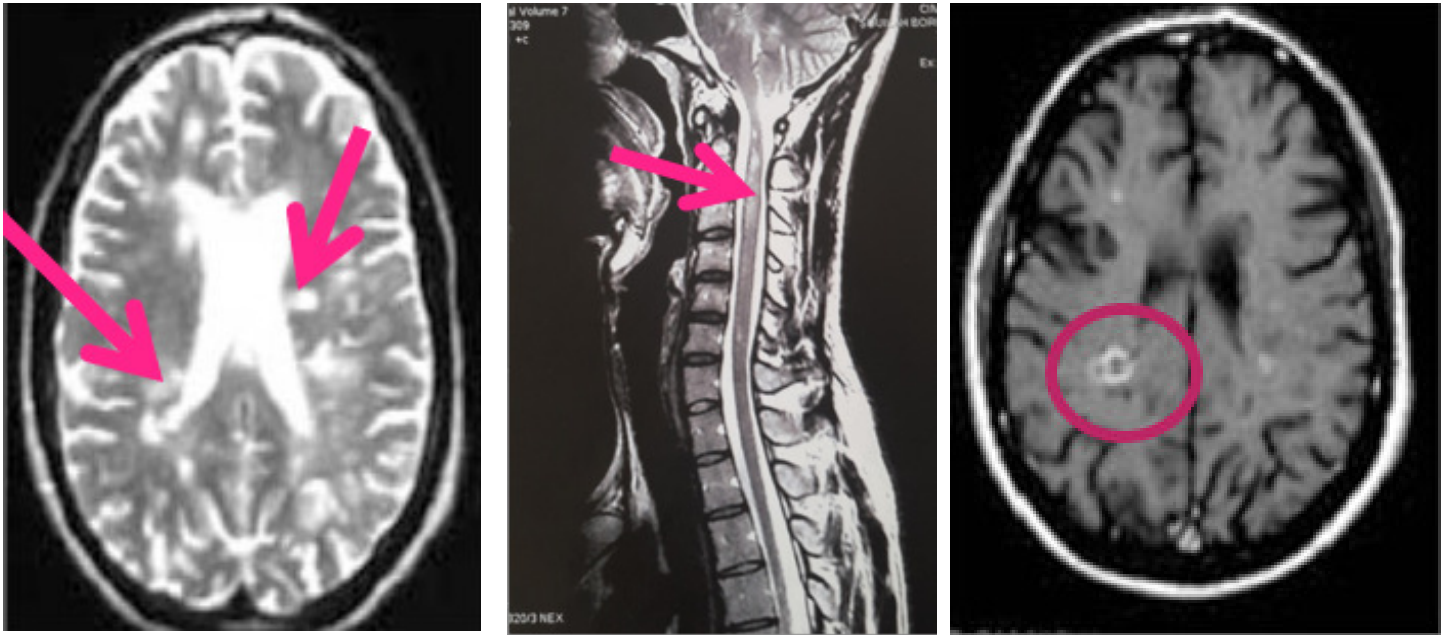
IRM en séquence T1 avec injection de Gadolinium : lésions périventriculaires
